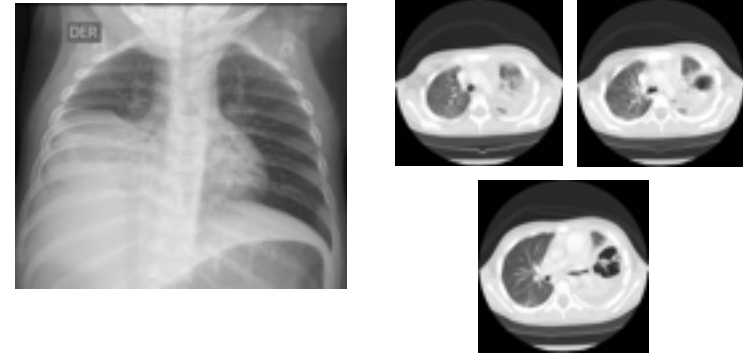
Radiografía y tomografía de empiema organizado.
